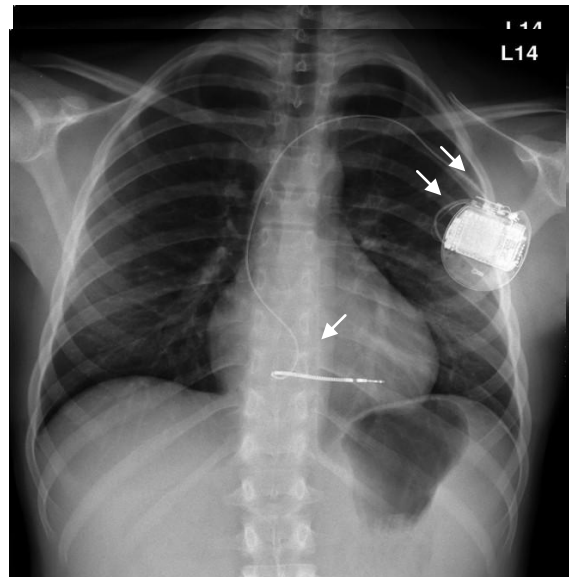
Röntgen-Thorax nach Implantation eines Internen-Cardio-Defibrillators (ICD) zur Terminierung von ventrikulären Tachykardien und Kammerflimmern. (↑) transvenöse Defibrillatorelektrode, (↑↑) Gehäuse mit Batterie und Steuerung
